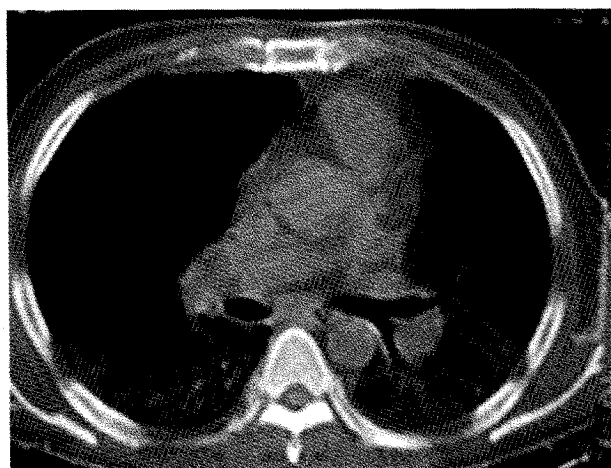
TAC de tórax, en la que se aprecia infiltrado intersticial e imágenes de vidrio deslustrado.
